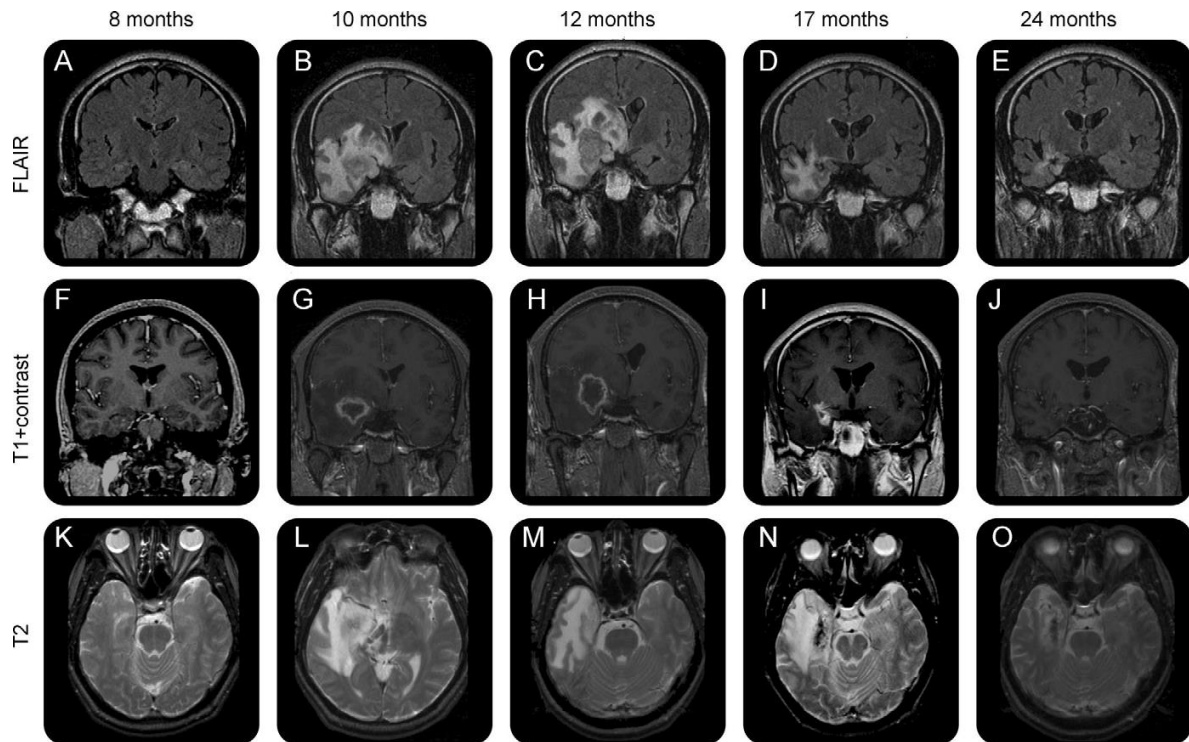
Imagen que muestra los cambios visibles mediante MRI en la estructura cerebral posterior al procedimiento Gamma Knife con dosis de 24-Gy (Tomada de <sup>104</sup>)
